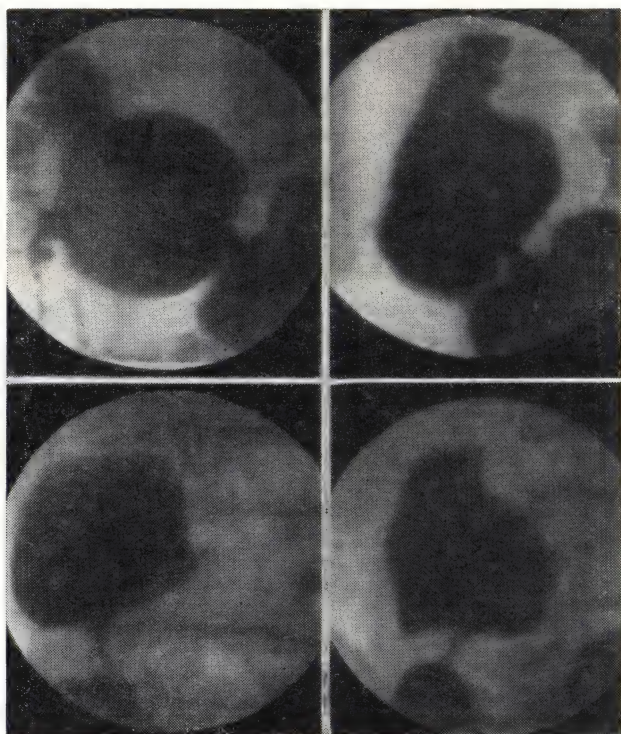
Нормальная луковица двенадцатиперстной кишки (рентгенограмма).
